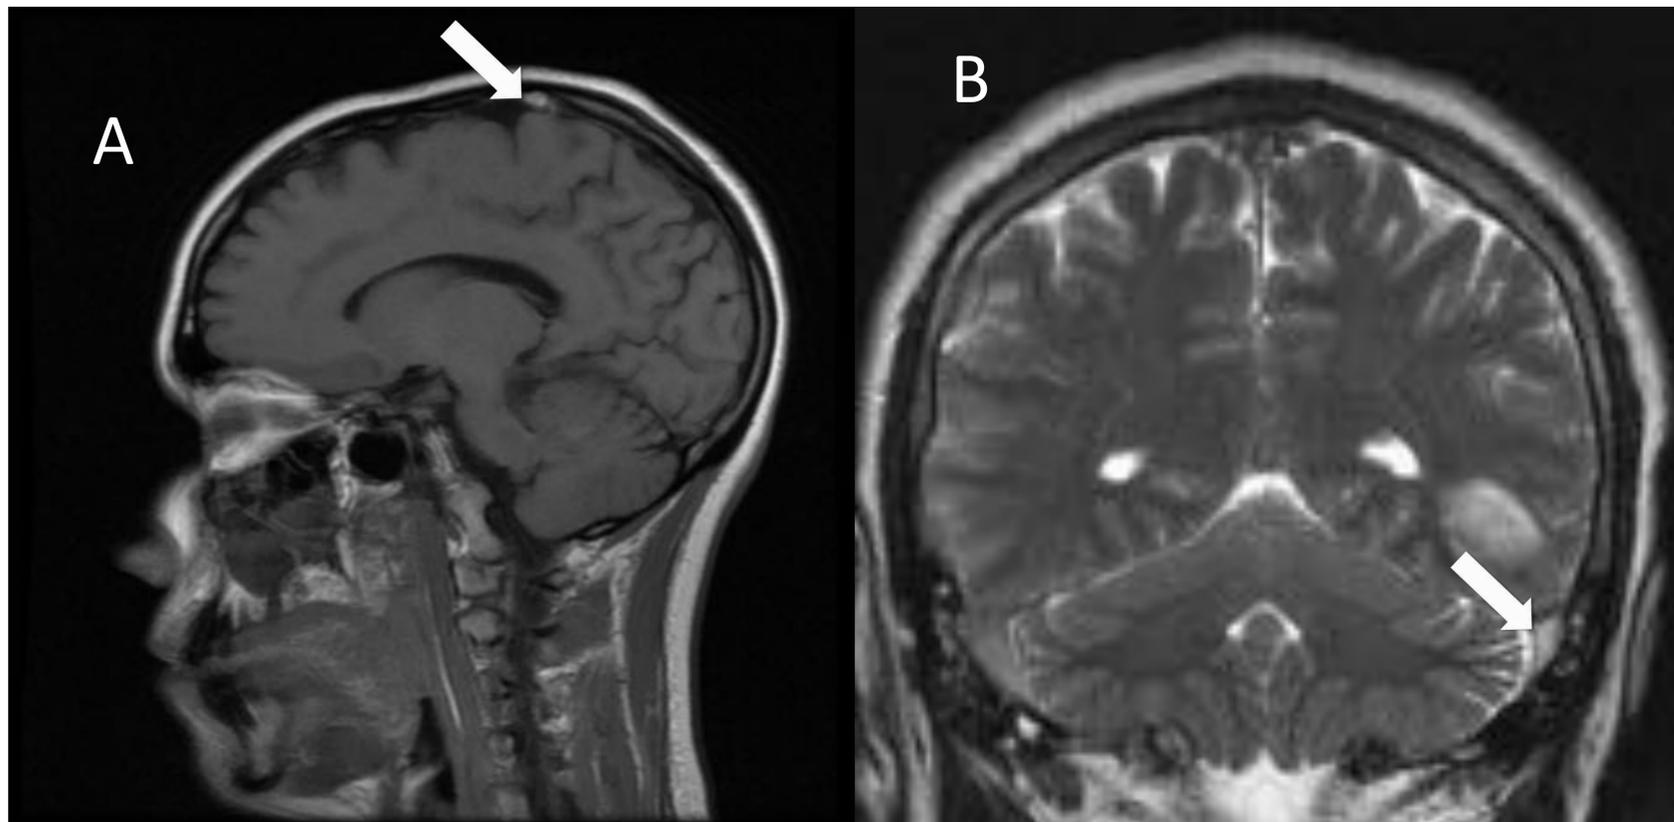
RM sin CIV. A) hiperintensidad en T1 como signo directo de trombosis del seno sagital superior. B) en corte coronal en T2 trombo hiperintenso por trombosis del seno transversal izquierdo.
